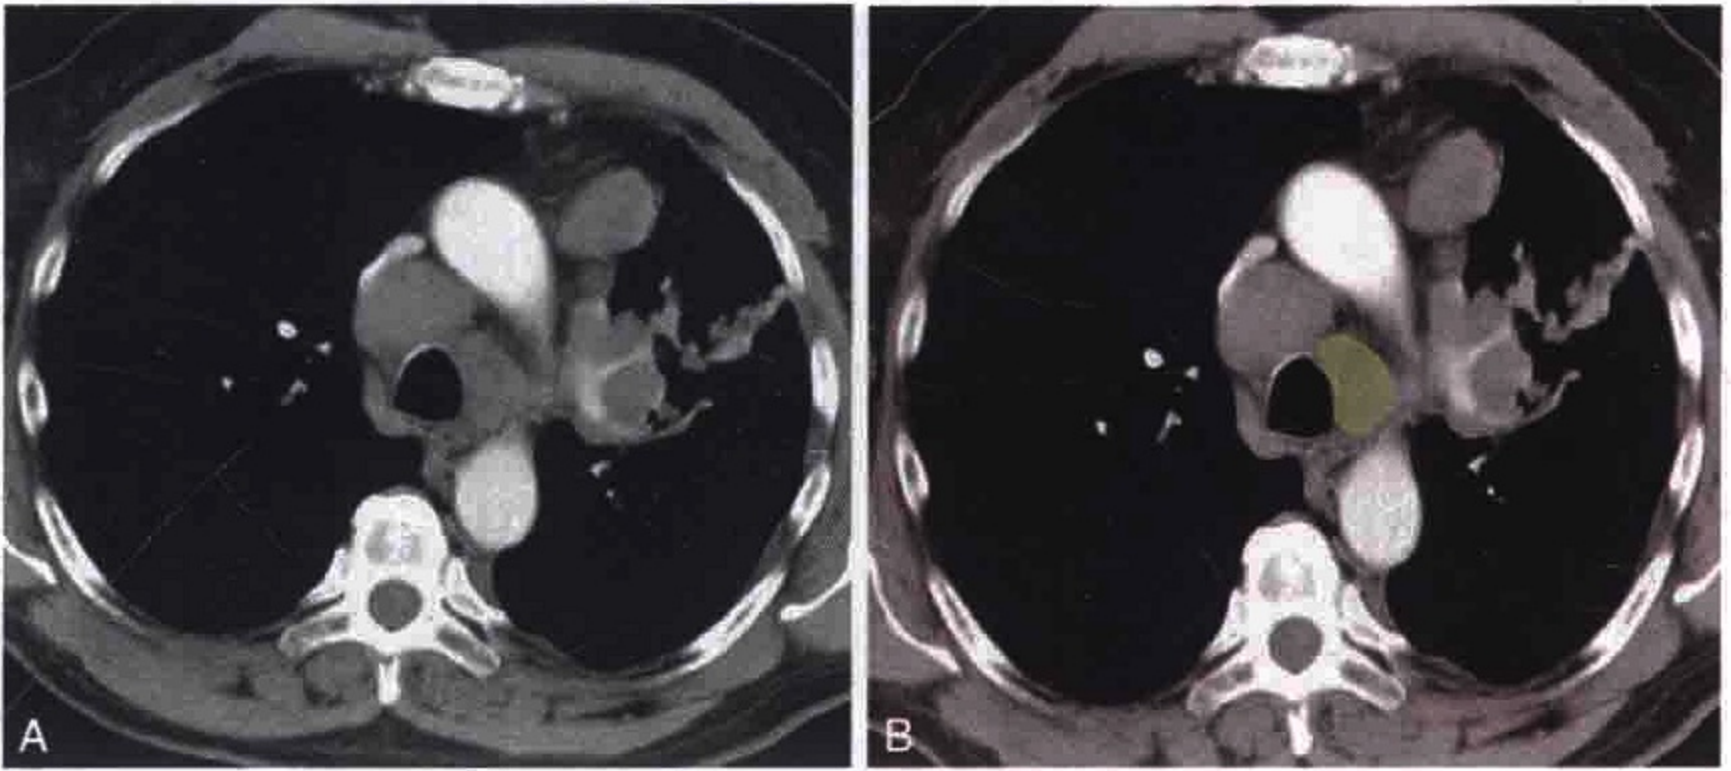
经上胸部横轴位CT增强扫描显示肿大的左侧下气管旁淋巴结，紧贴气管左侧壁（绿色）
